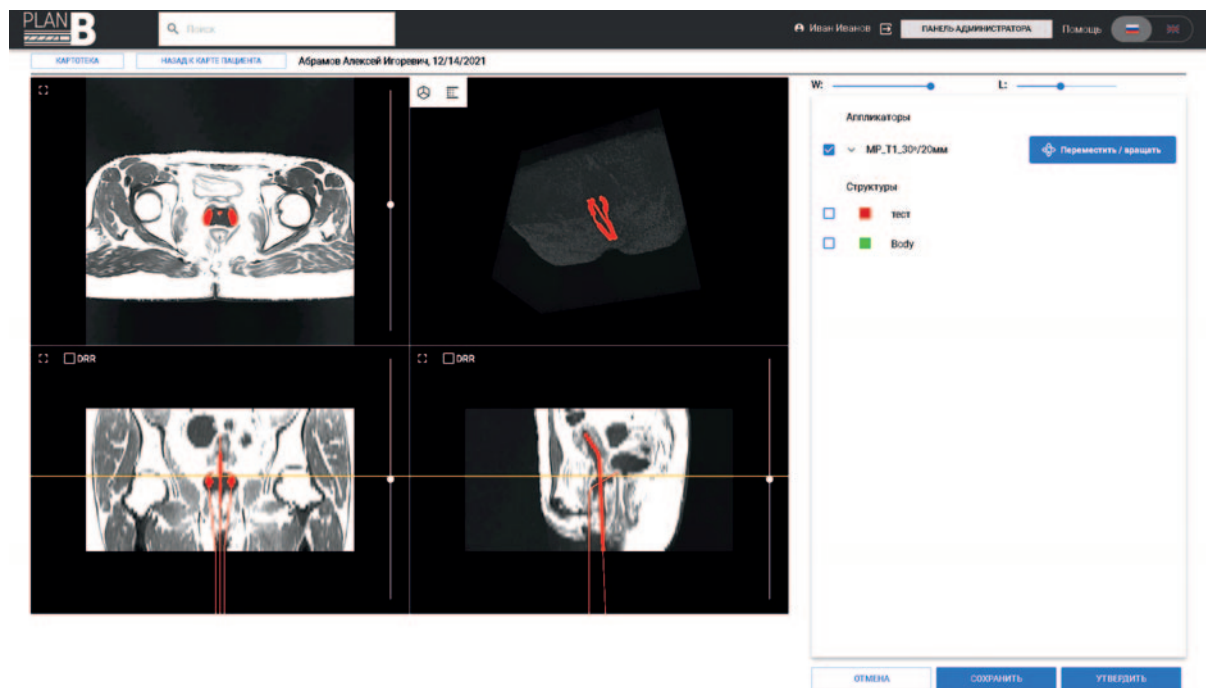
Пример отображения импортированного в СП PlanB референсного КТ исследования вместе с набором структур.
